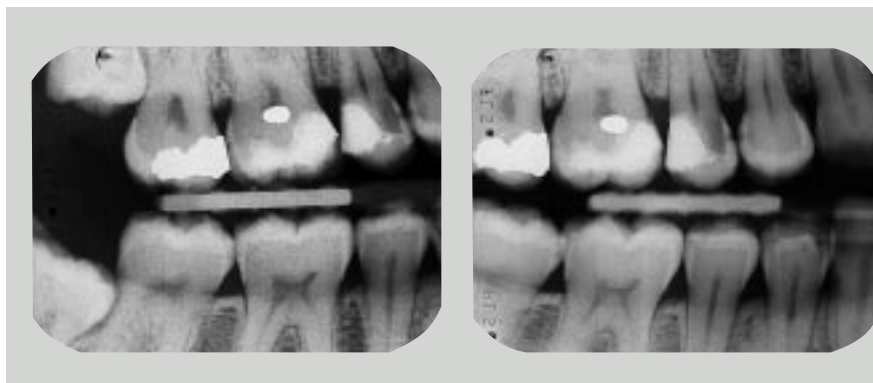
Forskriftsmæssig udført standardmæssig bitewing-undersøgelse med to billeder i højre side hos ungt individ. Som sidegevinst ses tilstedeværelse af 8+ og 8÷ i let mesioverteret position.
